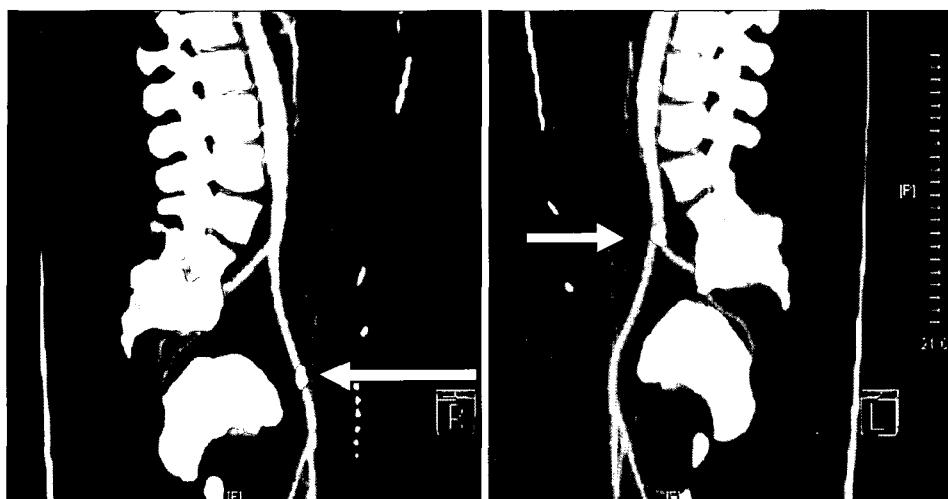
Abdominopelvic computed tomography revealed escaped mechanical valve leaflet placed in right common iliac artery and left external iliac artery (arrow).
